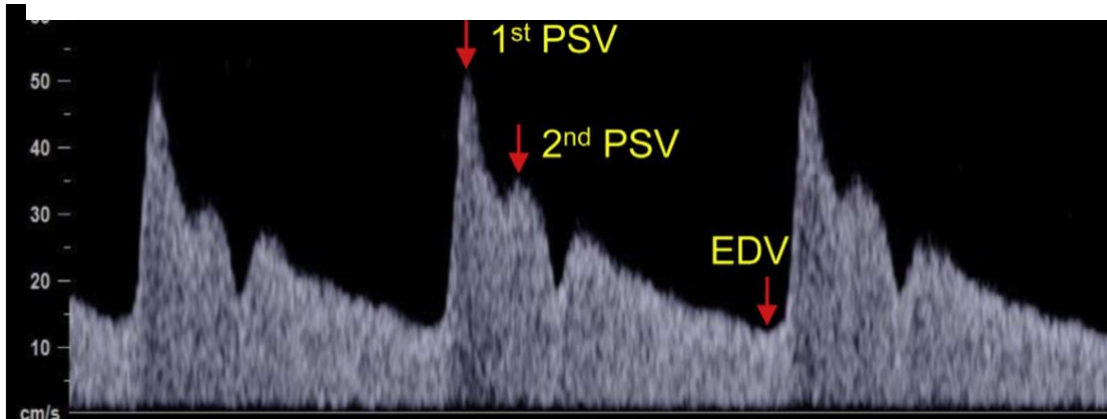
Localización con Doppler de la arteria Oftálmica.
